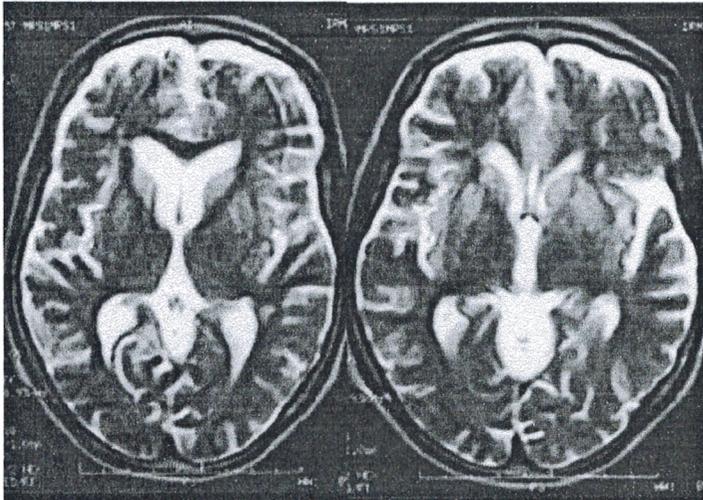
IRM en coupes axiales séquence pondérée T2 : hypersignaux bilatéraux du striatum.
